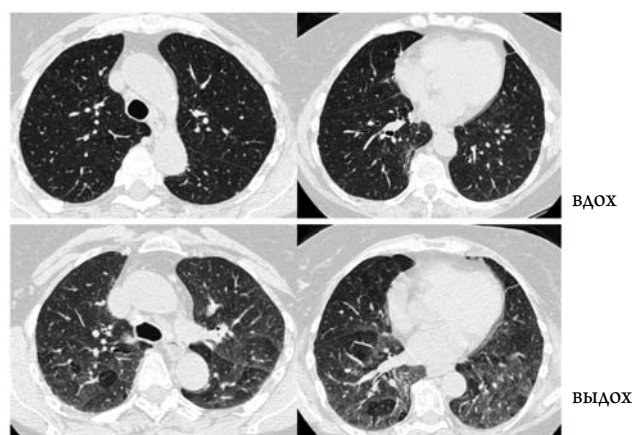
КТ органов грудной клетки пациента О. Неравномерность воздушности легочной ткани и признак «воздушных ловушек» на выдохе.
